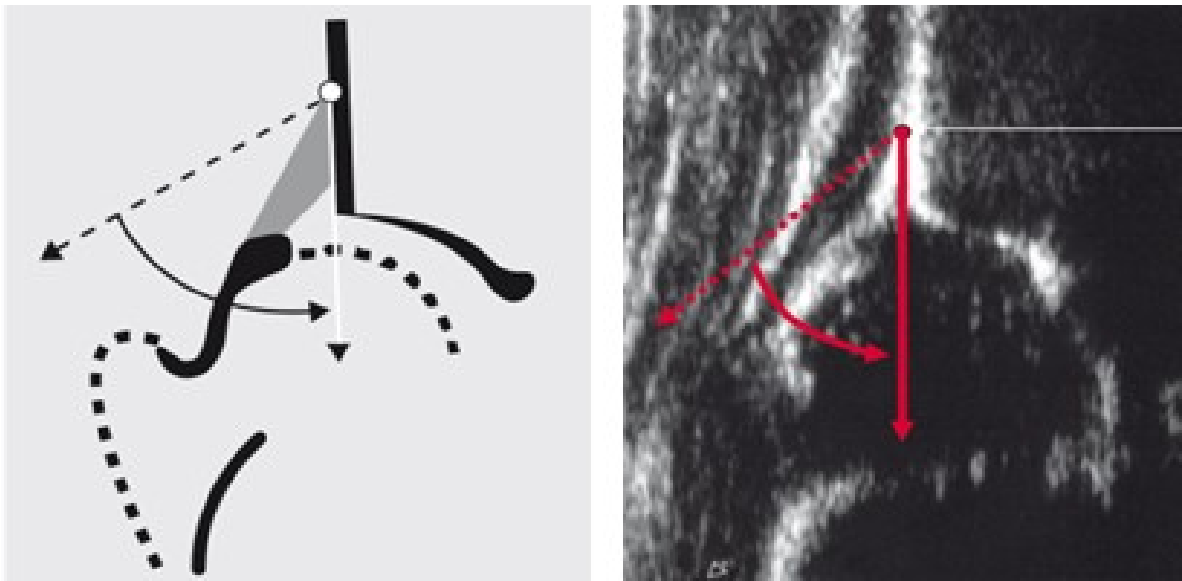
Grundlinie - Skizze und Sonogramm (32)
